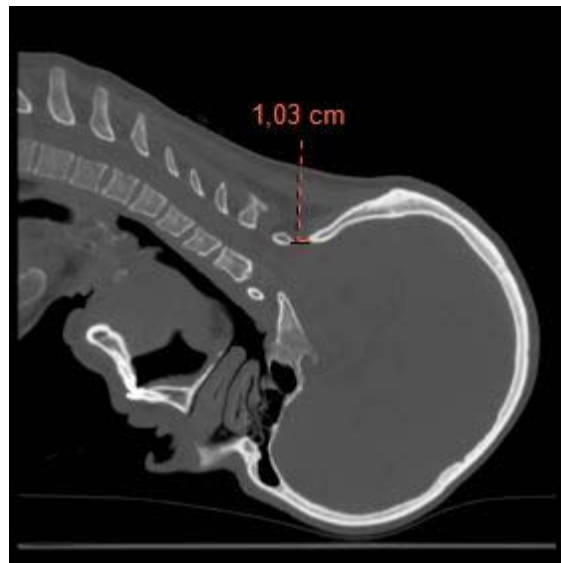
Предоперационное КТ пациента в согнутом положении головы
